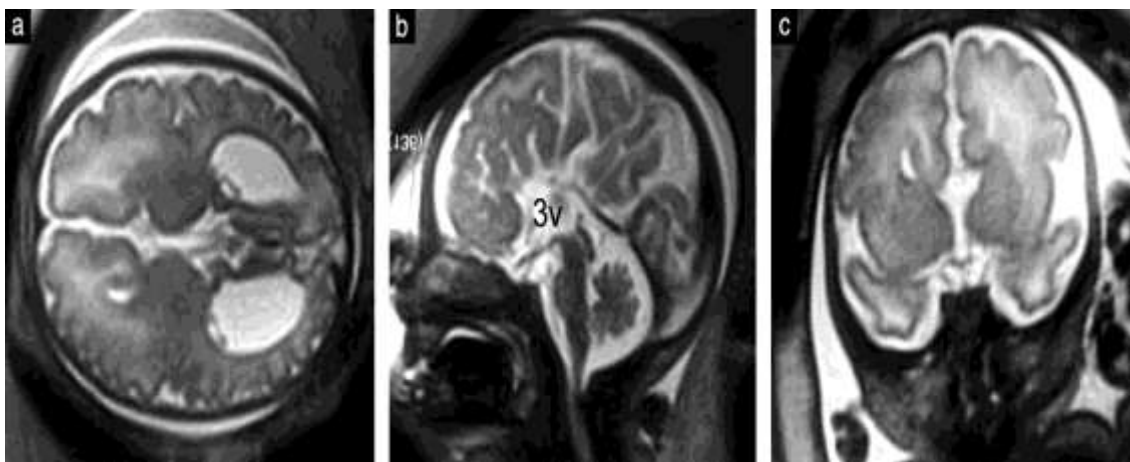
Imagen de Resonancia magnética de un caso con agenesia del cuerpo calloso en un feto en el tercer trimestre: (a) axial, (b) medio sagital y (c) vista corona. Se observa ausencia del cuerpo calloso, además se observa la disposición radial de los giros alrededor del techo del tercer ventrículo. Adaptado de Santo et al, 2012.
